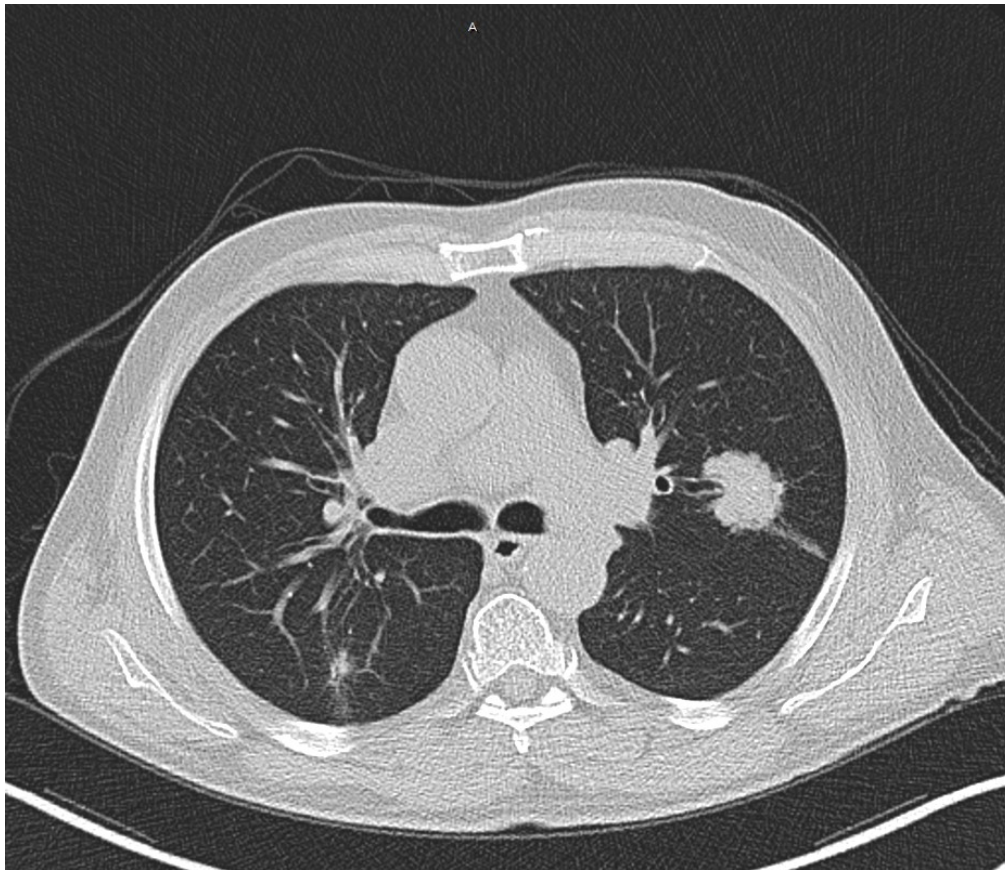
Patient B.M.: Oberlappenkarzinom links mit Lymphknotenmetastasen und kontralateralem Befall (pT2N3M1b), präoperativer CT-Scan
